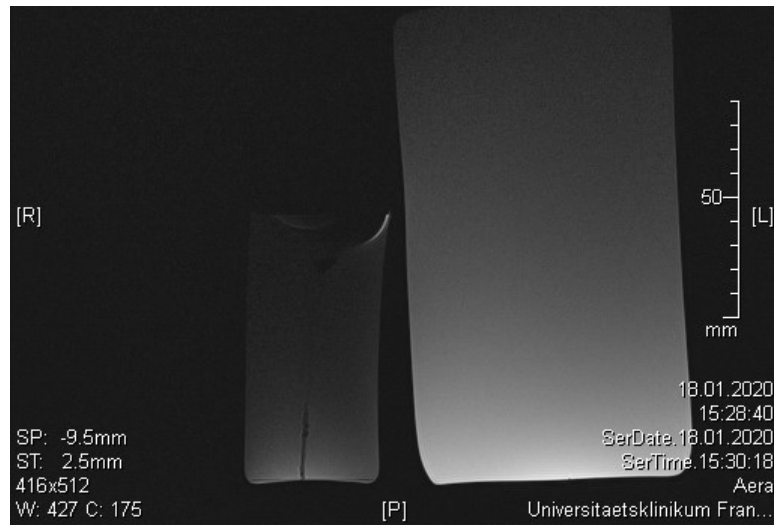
MRT-Aufnahme des Dual-Mode Applikators betrieben im Detektionsmodus.
